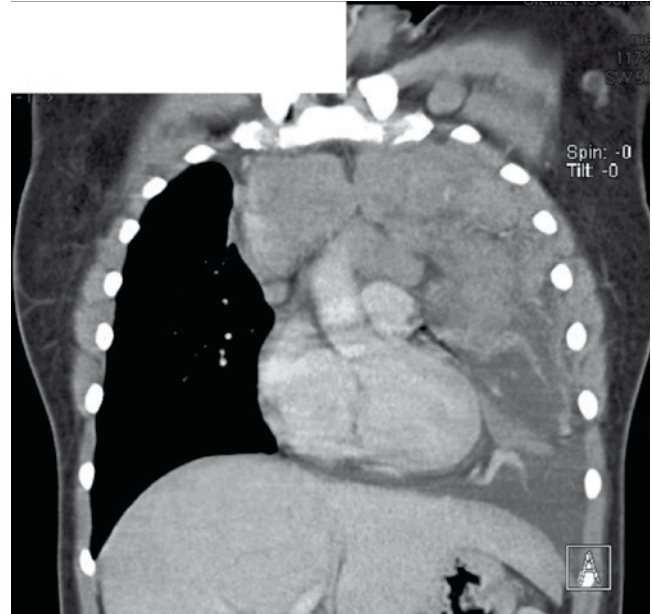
Tomografía donde se observan los conglomerados ganglionares mediastínicos que colapsan parénquima pulmonar izquierdo y desplazan mediastino hacia hemitórax derecho.
